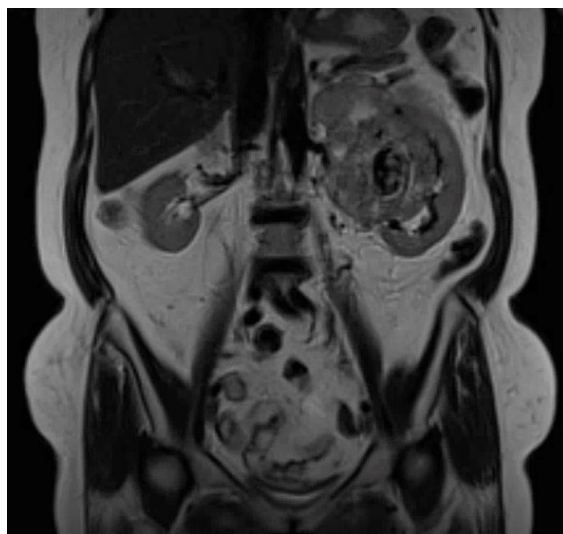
Imagen de la portada: Resonancia magnética nuclear de abdomen en corte coronal, en la cual se evidencia tumoración en el riñón izquierdo que compromete el polo superior y tercio medio (*ver reporte de caso de Paz R. et al. en la pág. 18*).
